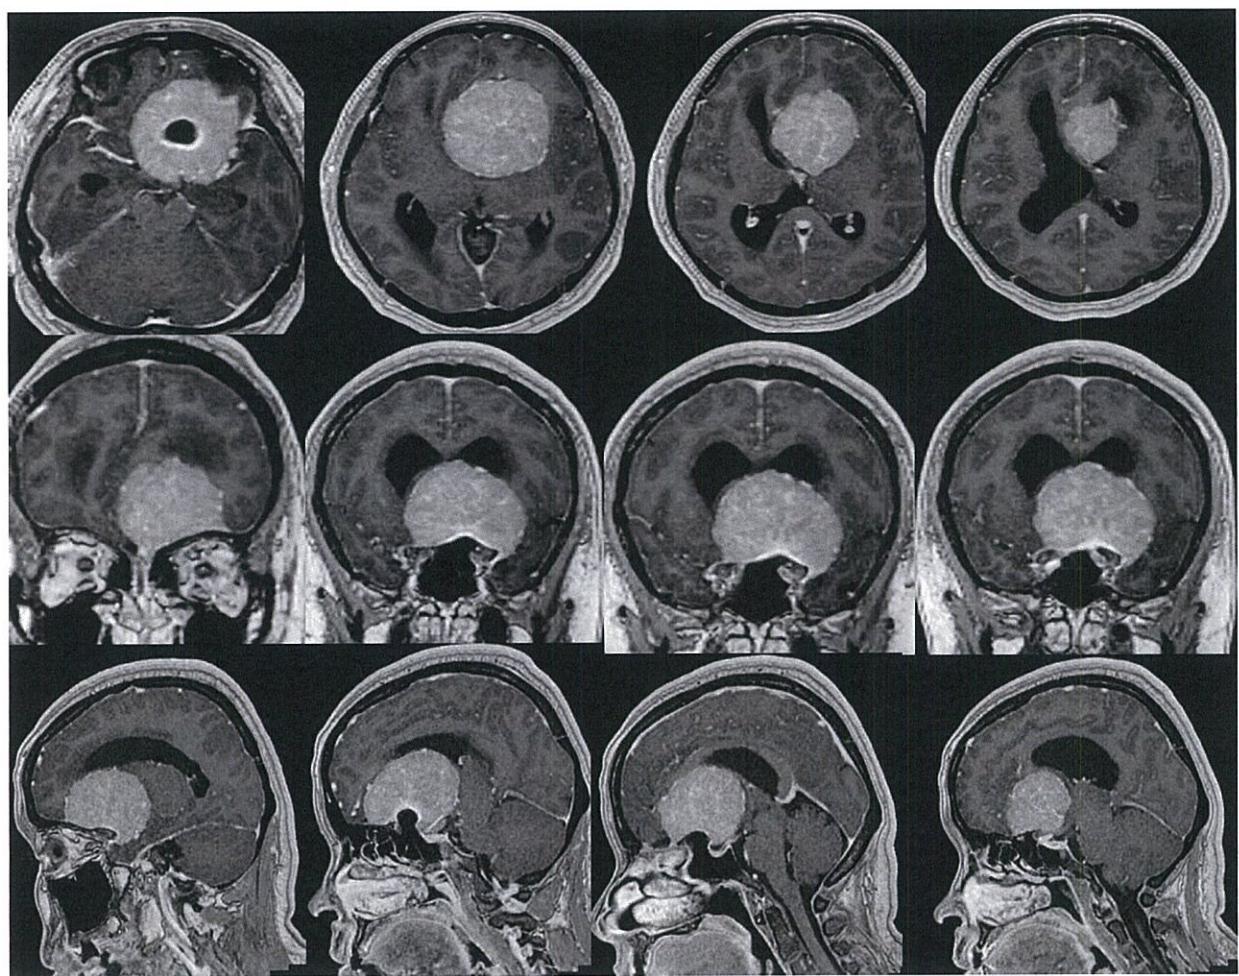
手術前 MRI(Gd. 造影 T1 強調画像): 腫瘍は正中を越えて左右の蝶形骨平面に広く付着し下垂体茎は後方へ圧迫。モンロー孔圧迫による閉塞性水頭症も併発。
